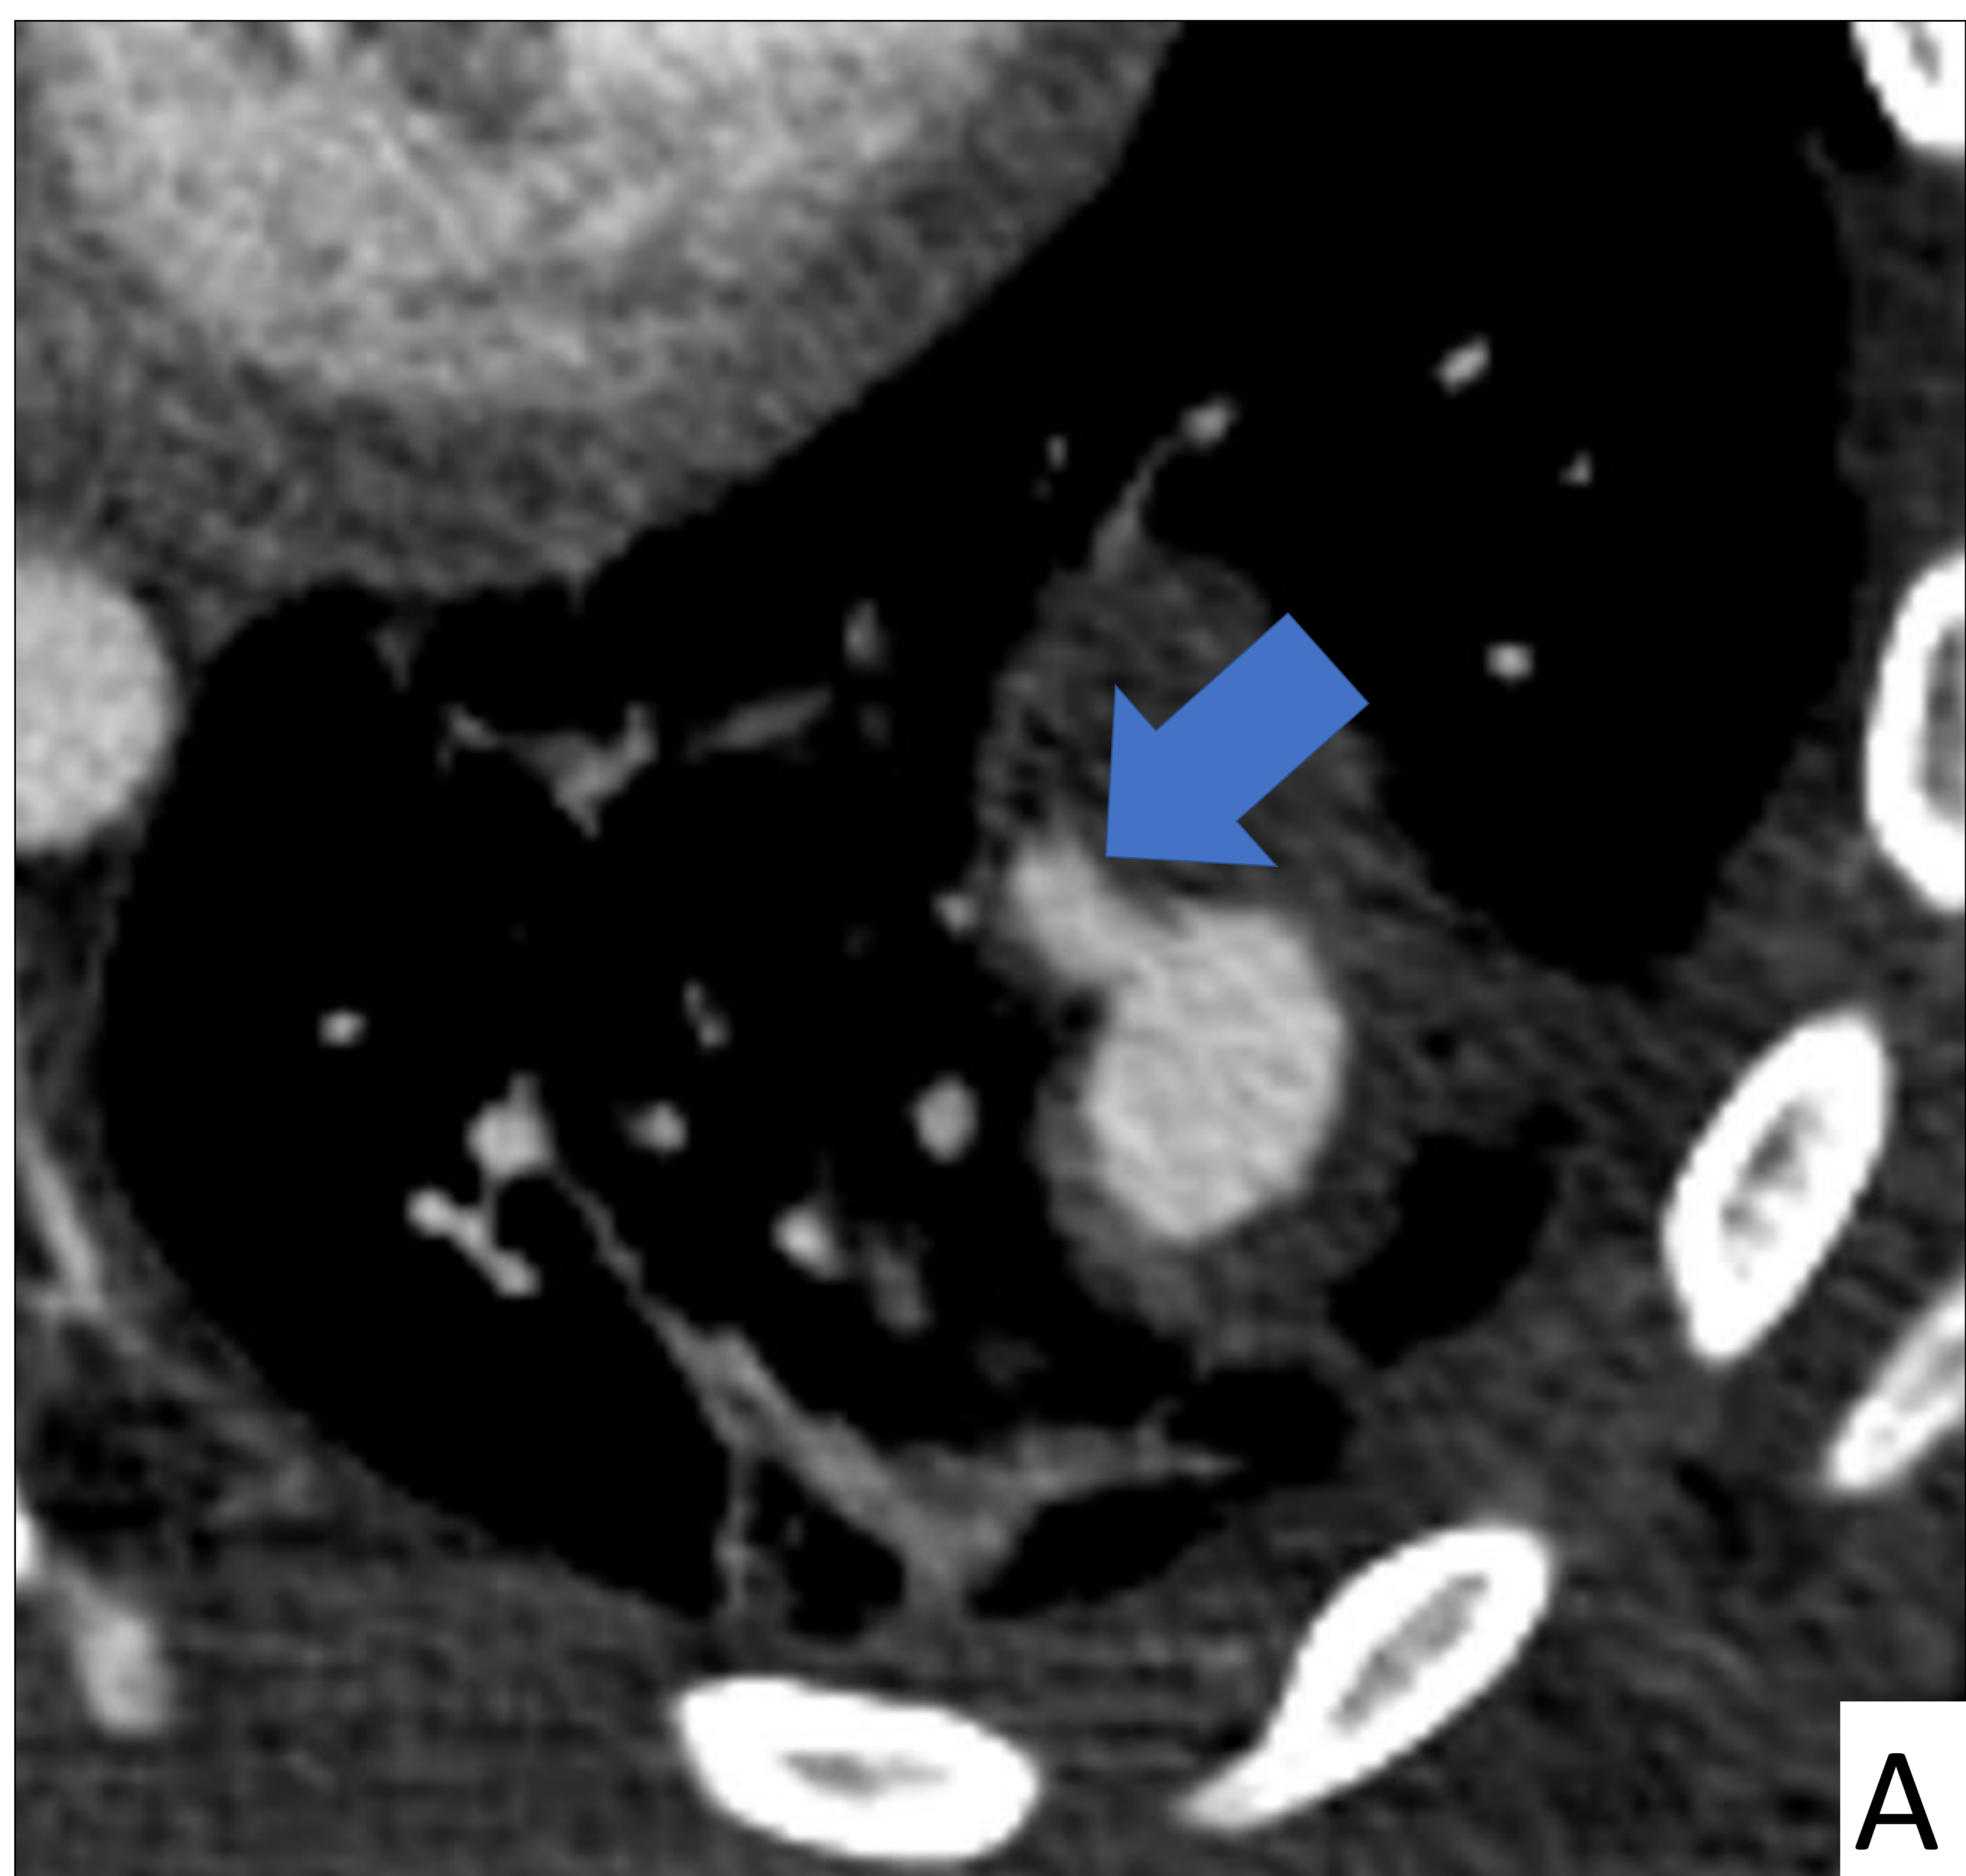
TC torácico realizado con contraste yodado i.v. con ventana de mediastino en el plano axial (A) y reconstrucción MIP en plano coronal (B) que muestra imagen de pseudoaneurisma de una arteria pulmonar segmentaria del LII (flechas).
